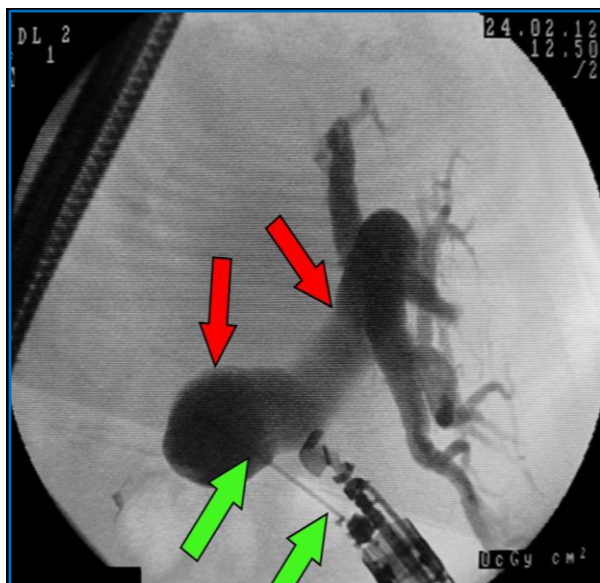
Рентгеновская холангиография под контролем ЭУС
